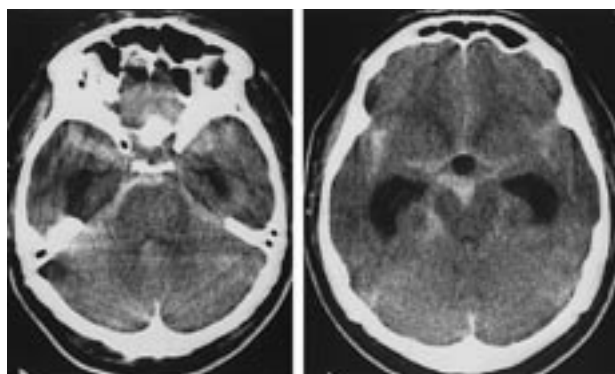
60歳: 男性(症例1)のCT像, くも膜下出血と水頭症を認める。くも膜下出血の重症度は Hunt and Kosnik grade IVであった。
